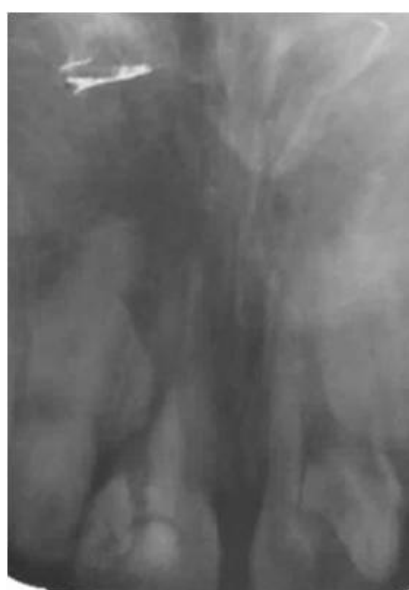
Radiographie post opératoire
